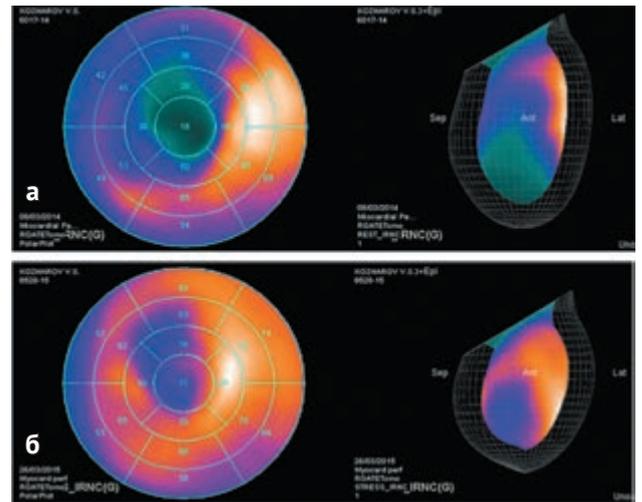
Перфузионная однофотонная эмиссионная компьютерная томография миокарда при остром инфаркте миокарда переднеперегородочной области, верхушки: а — 3-и сут после внутрикоронарного вмешательства; б — улучшение перфузии переднеперегородочной области в отдаленном периоде
